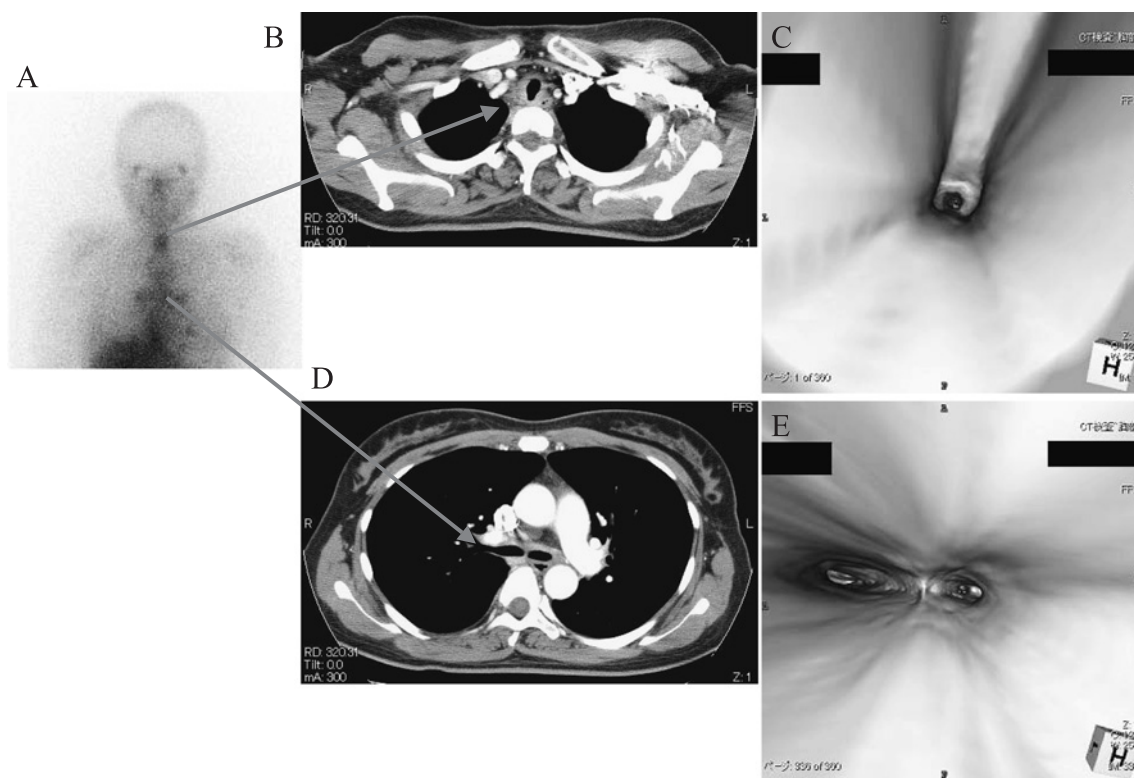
On admission, gallium-67 scintigraphy showed the uptake in the trachea and bronchi (A). The tracheal lesion was confirmed by ordinary CT (B) and the subglottic view by virtual bronchoscopy (C) as well as the bronchial lesion by ordinary CT (D) and the subglottic view by virtual bronchoscopy (E).
